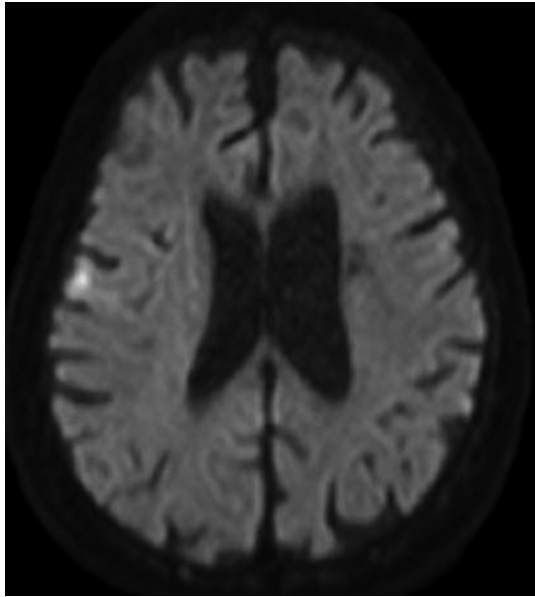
Diffusion weighted image of MRI (1.5 T; TR 4,300 msec, TE 73 ms, b value = 1,000 sec/mm²) just after intravenous infusion of rt-PA (recombinant tissue plasminogen activator) revealed a minor infarction in the right lower frontal gyrus.
